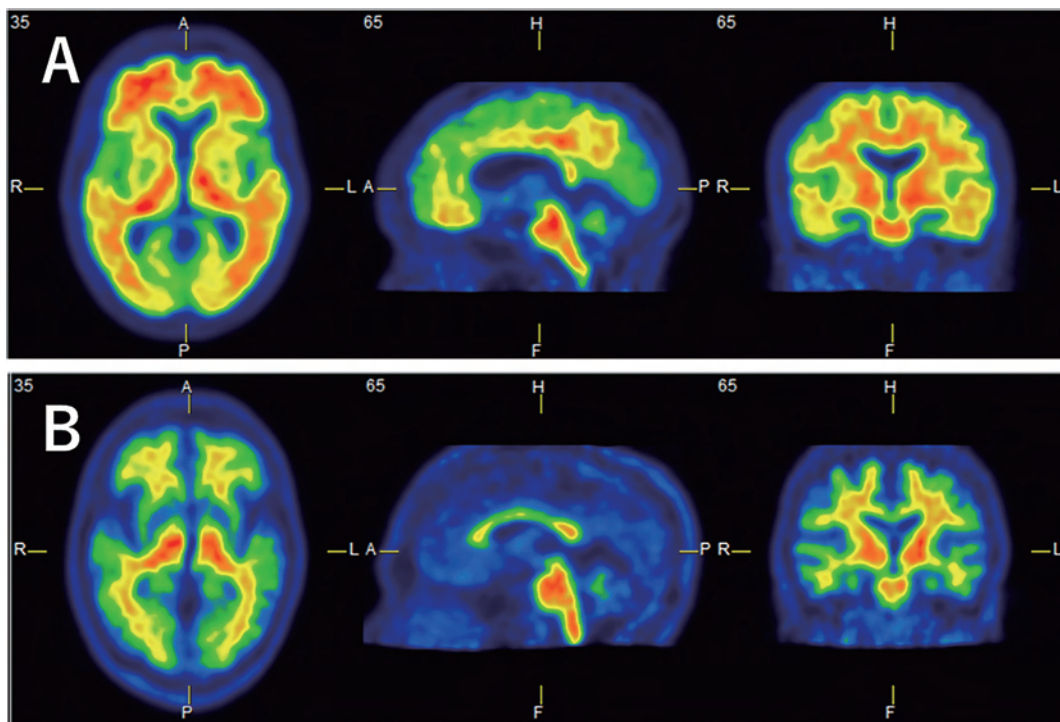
A 集積陽性、B 集積陰性の症例のアミロイドPET
